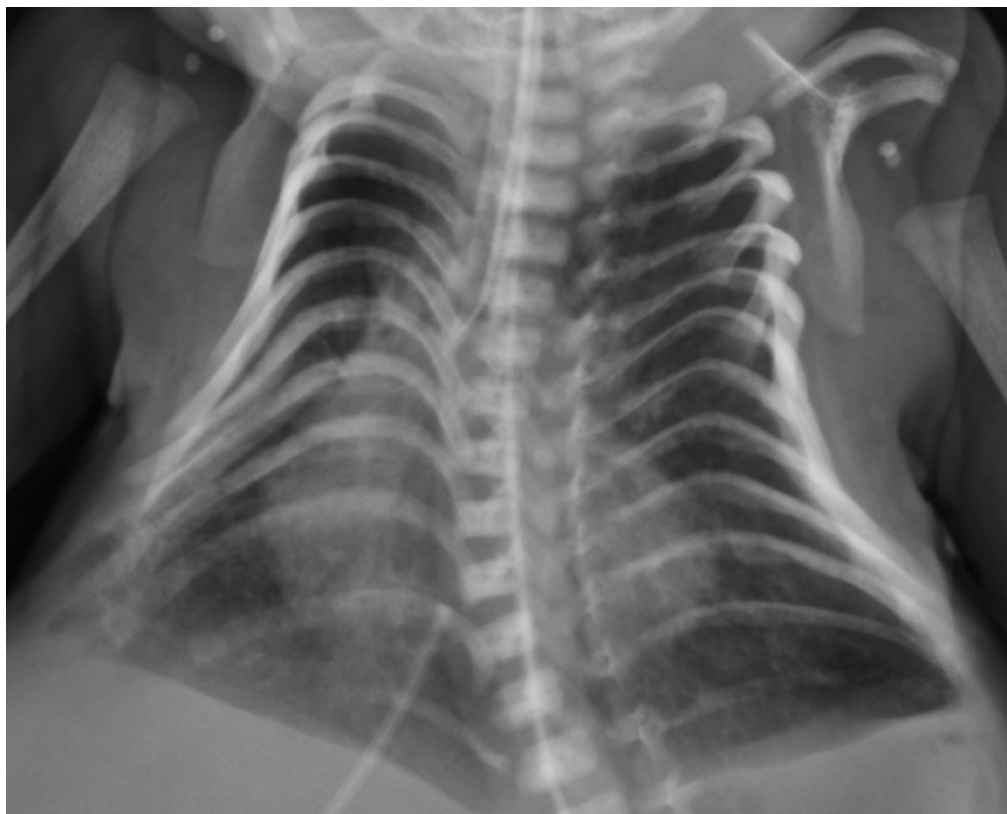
Caso Clínico - período neonatal. a) e b) - fotografias do recém-nascido, com características clínicas típicas de KOS. É evidente o filtro e bochechas proeminentes; pescoço curto, com cifoescoliose marcada e contraturas articulares. c) Amplificação de radiografia do esqueleto, onde se notam arcos costais “em cabide” e tórax “em forma de sino”, característicos de KOS.
